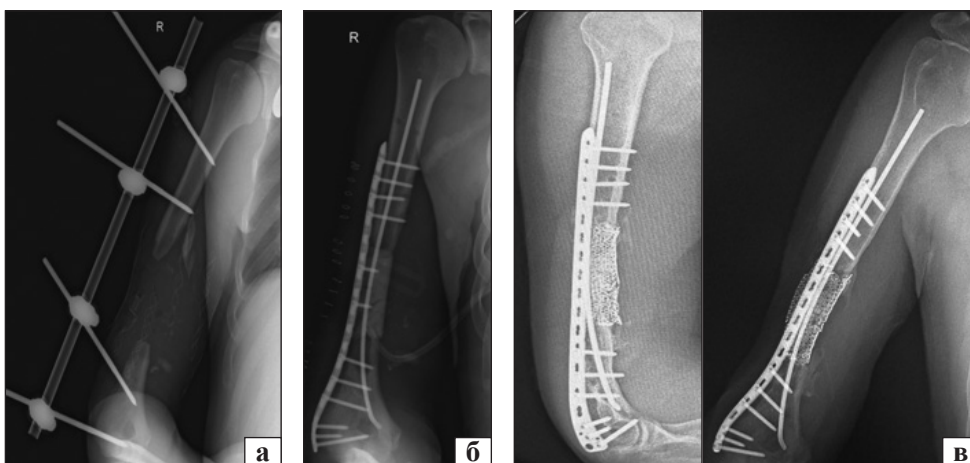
Комбінована двоетапна кісткова пластика за методикою Masquelet (рентгенограми після некрсеквестрэктомії в АЗФ (а) та проведення 1-го етапу (конверсія металоостеосинтезу та заповнення дефекту РММА спейсером) (б) та 2-го з металофіксацією TEN накістковою пластиною та титановою сіткою, фіксує суміш аутоспонгїози та КФКЛК (в))
